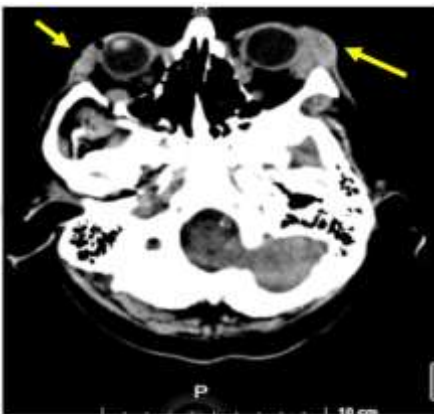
TAC simple de cráneo. Presencia de aumento difuso de la grasa orbitaria, nodulaciones en la grasa retro orbitaria, se concluye dacrioadenitis bilateral.
